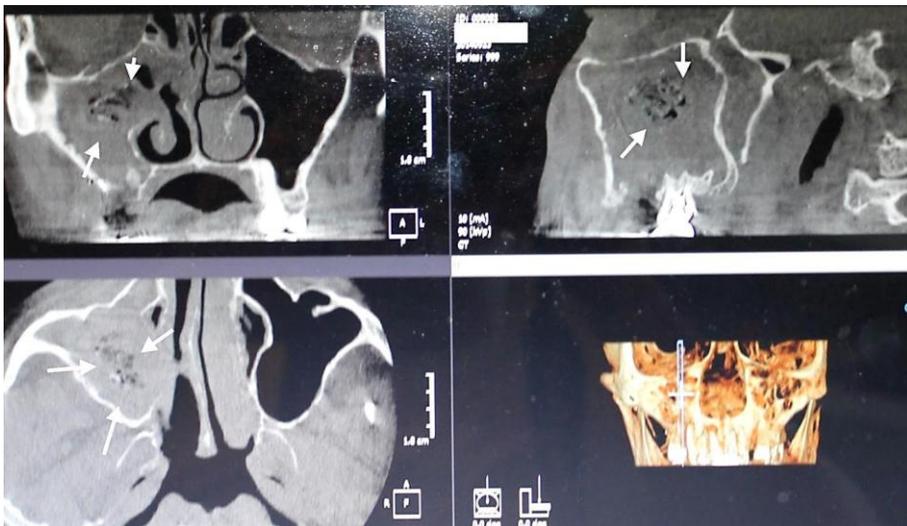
Конусно-лучевая компьютерная томография пациентки 58 лет, госпитализированной в стоматологический стационар по поводу хронического верхнечелюстного синусита справа и наличия инородного тела в пазухе (указано стрелкой). Проведена ревизия синуса, удалены полипы и грибковые массы. Грибковый верхнечелюстной синусит справа.
